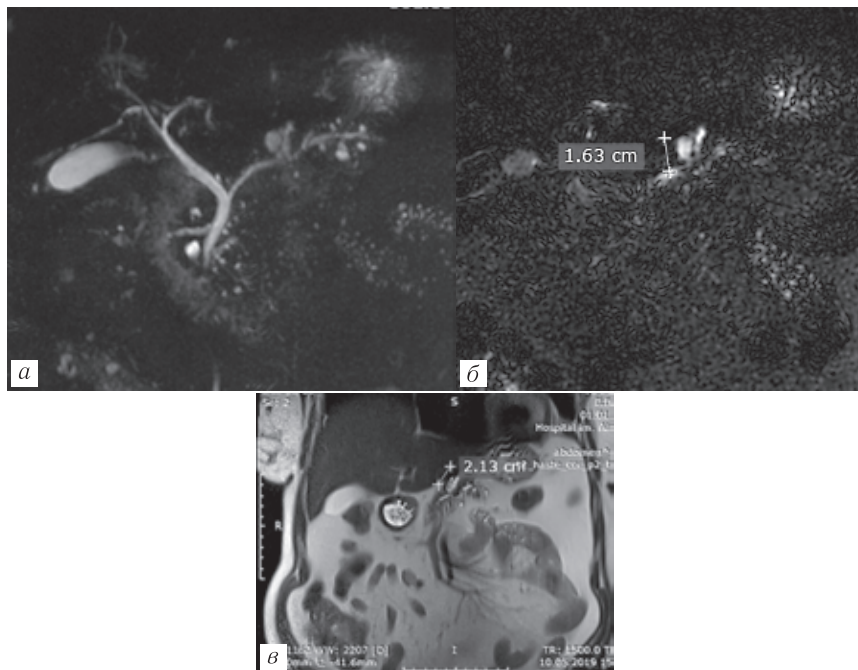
Пациентка И., 74 года. ВПМО боковой тип. Множественность поражения. 3D-МРХПГ (а) — множественные кисты во всех отделах поджелудочной железы, вариант строения панкреатических протоков; тонкие срезы МРХПГ (б) демонстрируют связь кист с главным панкреатическим протоком; МРТ — Т2-ВИ в корональной плоскости (в)
